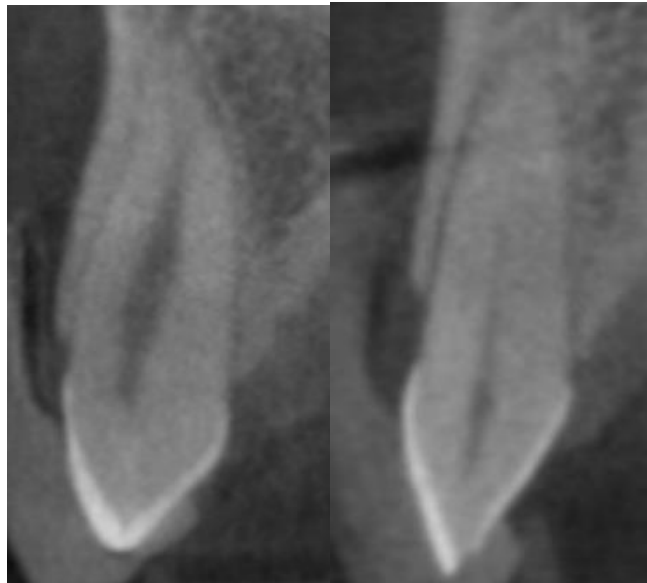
КТ поперечных срезов зубов 2.3 (слева) и 1.2 (справа) с неравномерной толщиной наружной кортикальной пластинки.
